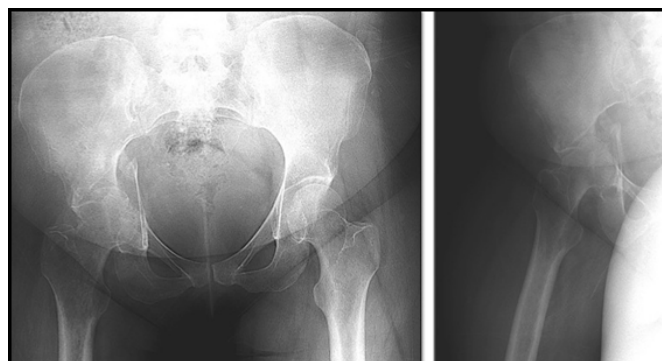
Radiografia inicial (realizada no serviço de urgência)
